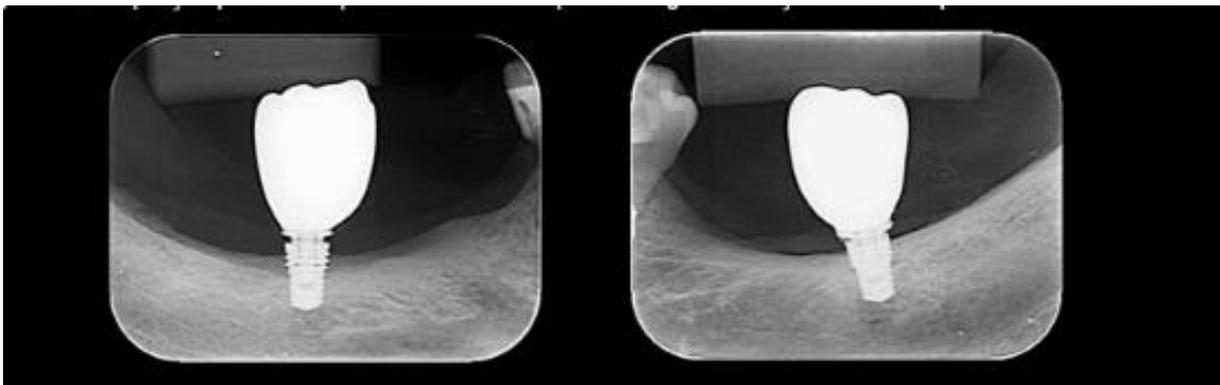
Radiografia periapical após instalações coroas metálicas
